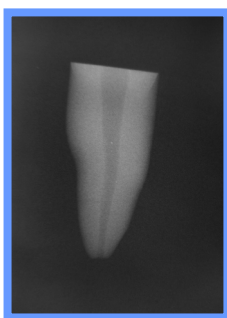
Radiografía Inicial (PAC, 2007)
